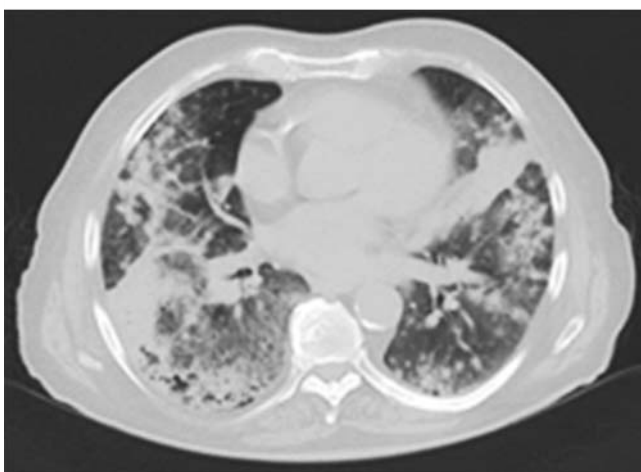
CT Thorax axial, ubiquitäre bipulmonale Infiltrationen (mit freundlicher Genehmigung des Zentrums für diagnostische und interventionelle Radiologie, Prof. Dr. T. Vogl).
